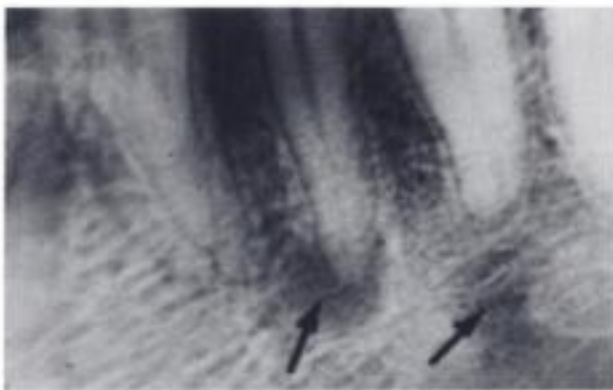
Agujero mentoniano (se aprecia también un granuloma periapical del primer premolar).
